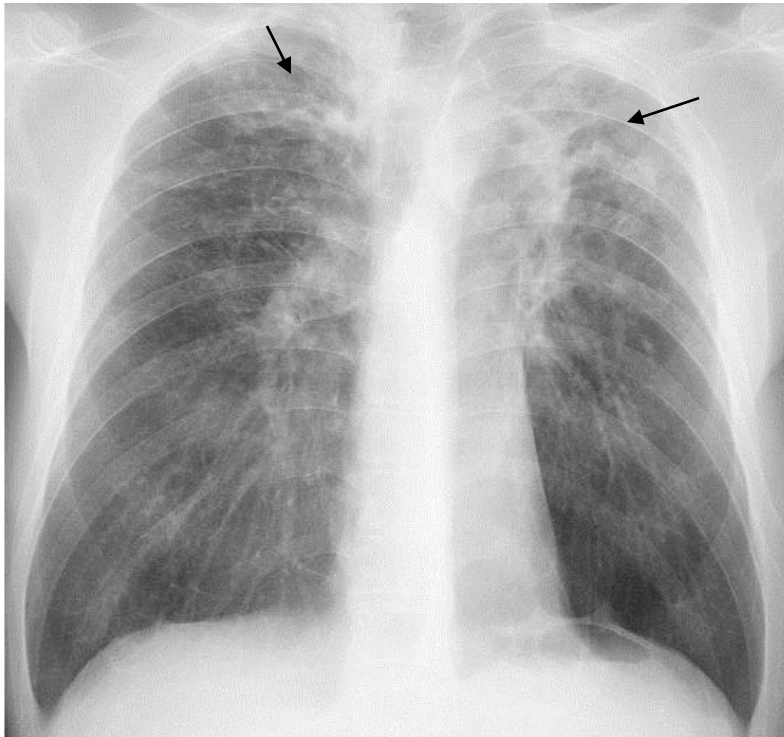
Обзорная рентгенограмма грудной клетки в прямой проекции. В верхних отделах обоих легких ограниченные неоднородные затемнения с четкими контурами (стрелки). Корни обоих легких смещены кверху. Цирротический туберкулез обоих легких
